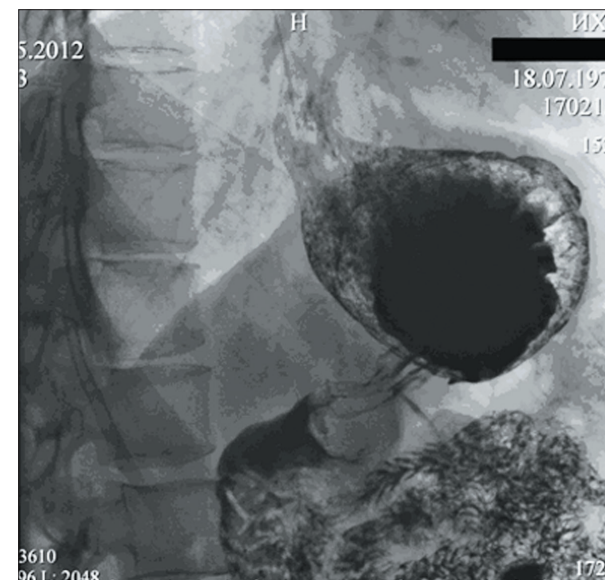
Рентгенограмма выполнена в горизонтальном положении пациента на левом боку к приемнику рентгеновского излучения. Фаза двойного контрастирования культи желудка
